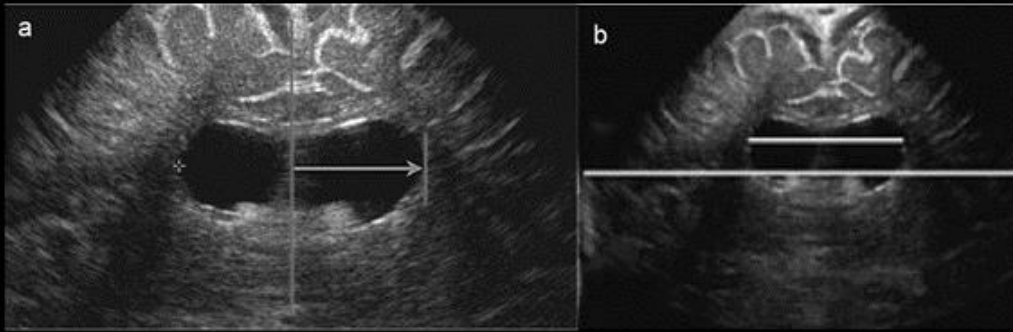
Estimación del tamaño ventricular con ecografía de alta resolución con el índice de Levene en (a) y del índice ventricular en (b).
